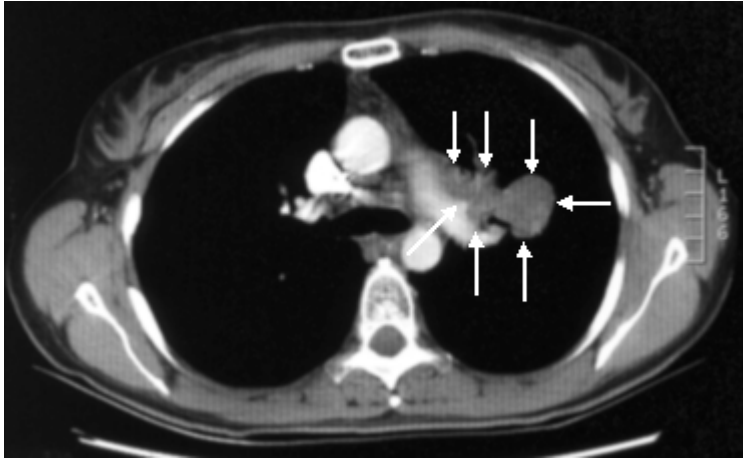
TAC torace: Addensamento polmonare spiculato di 2.8 x 3 cm, sito nel lobo polmonare superiore sinistro con evidente adenopatia ilare sinistra confluyente nella finestra aorto-polmonare
